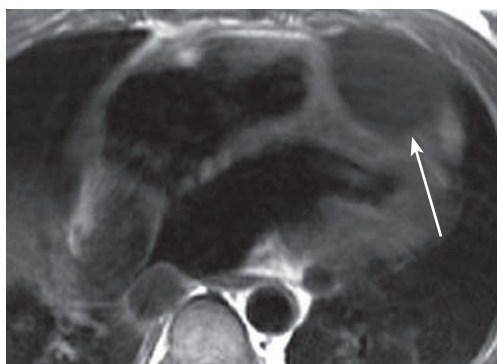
Пациент В., 23 лет. Диагноз: эхинококкоз сердца. МРТ. Эхинококковая киста МЖП (обозначена стрелкой).
